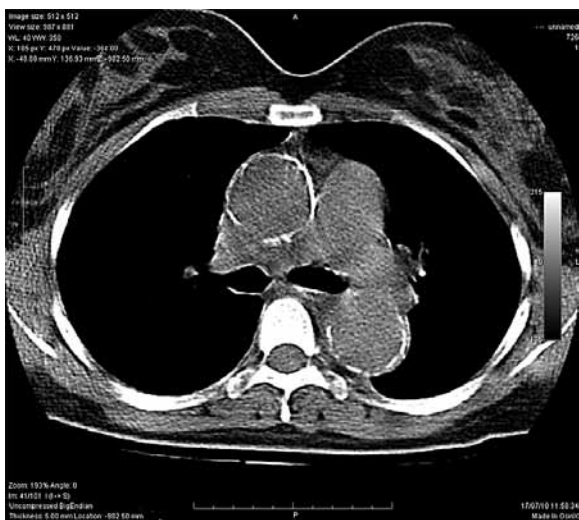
TC de tórax mostrando aorta ascendente dilatada e com extensa calcificação de parede.
